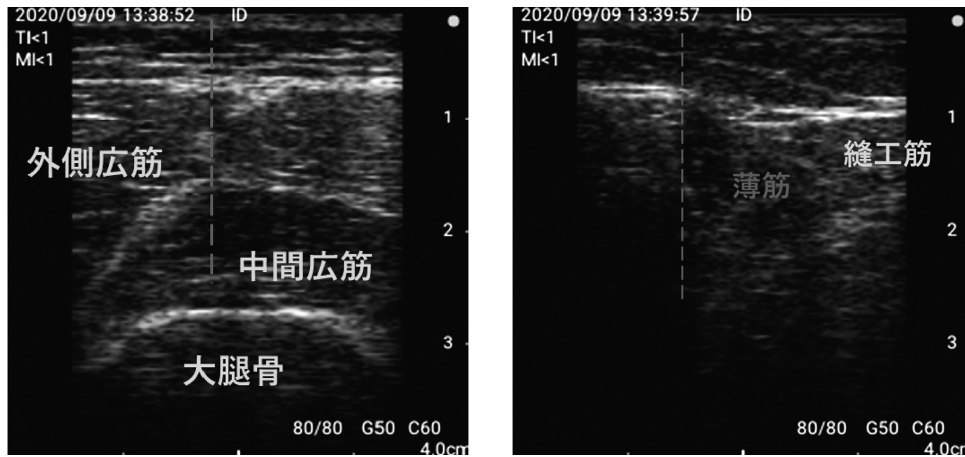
左：大腿直筋外側縁、右：薄筋背側縁のエコー画像
